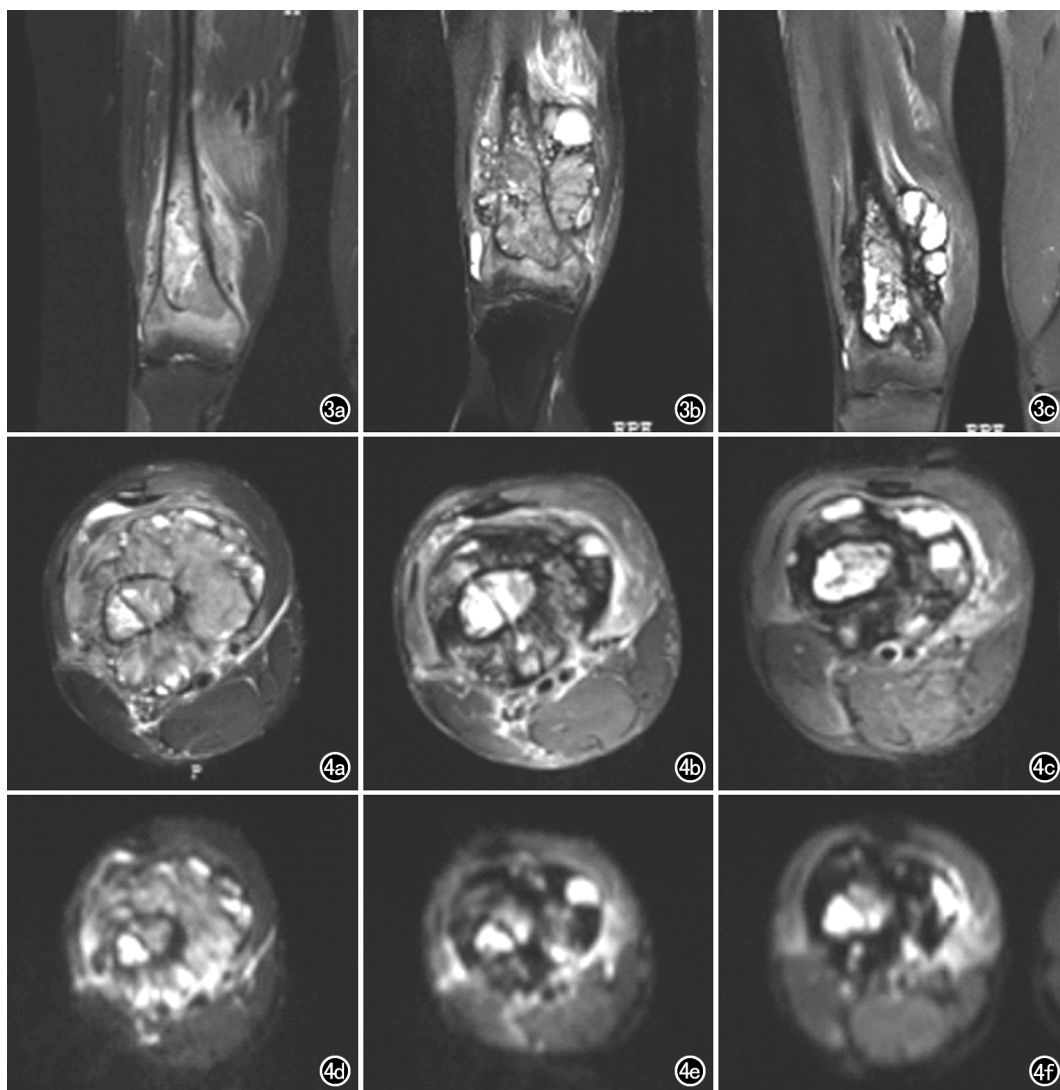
骨肉瘤患者,随着时间的推移,肿瘤体积先增大后缩小,但化疗结束后肿瘤体积仍大于化疗前。a)化疗前 T_2 WI-FS 冠状面图像;b)化疗第1周期结束后 T_2 WI-FS 冠状面图像;c)化疗结束后 T_2 WI-FS 冠状面图像。图4 骨肉瘤患者。a)化疗前 T_2 WI-FS 轴面图像;b)化疗第1周期结束后 T_2 WI-FS 轴面图像;c)化疗结束后 T_2 WI-FS 轴面图像。从图像上可以发现肿瘤内部组织成分复杂,可见斑片状低信号及囊状不规则信号影,其内可见液-液平面,随着时间的推移,肿瘤内液化、积血等高信号成分逐渐增多;d)化疗前 DWI 轴面图像;e)化疗第1周期结束后 DWI 轴面图像;f)化疗结束后 DWI 轴面图像。从图像上可以发现肿瘤实质部分呈等高信号,随着时间的推移,肿瘤实质部分信号强度逐渐降低。
